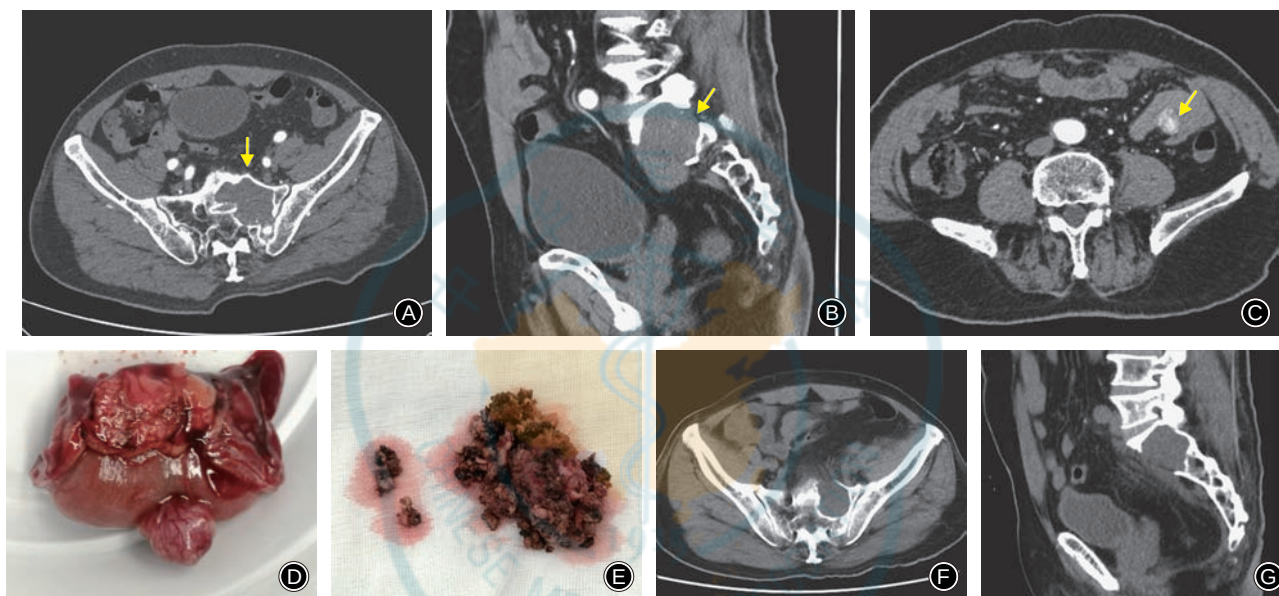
男,71 岁,骶骨神经鞘瘤 A,B 术前 CT 横断面及矢状面重建片示骶骨肿物主体(箭头所示)位于骶骨内部 C 术前盆腔 CT 示小肠区肿物(箭头所示) D 术后标本(小肠肿物) E 术后标本(骶骨肿物) F,G 术后随访 31 个月 CT 示无复发迹象
